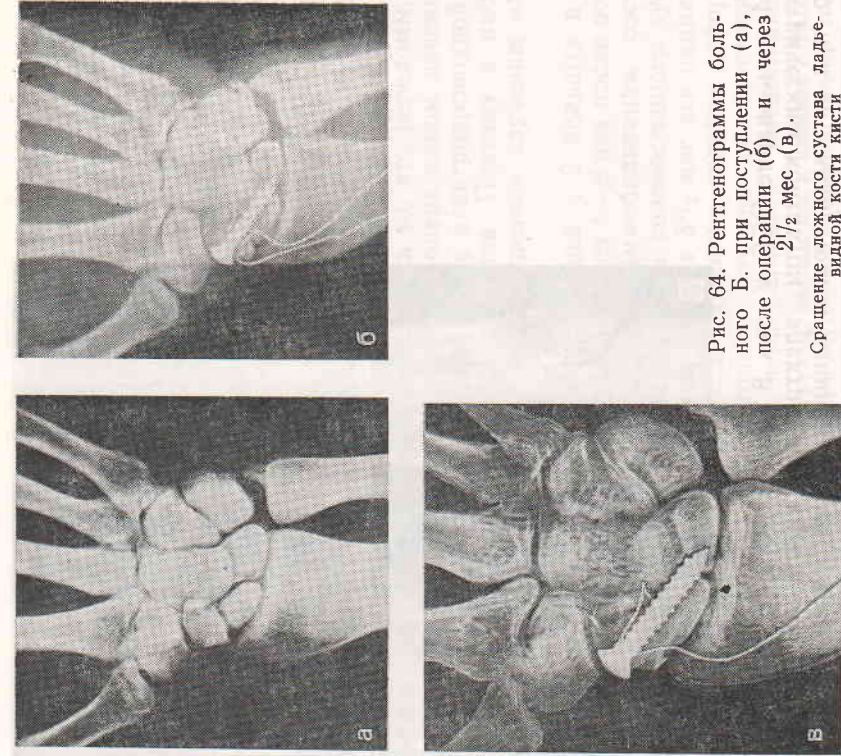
Рентгенограммы больного Б. при поступлении (а), после операции (б) и через 2½ мес (в).
